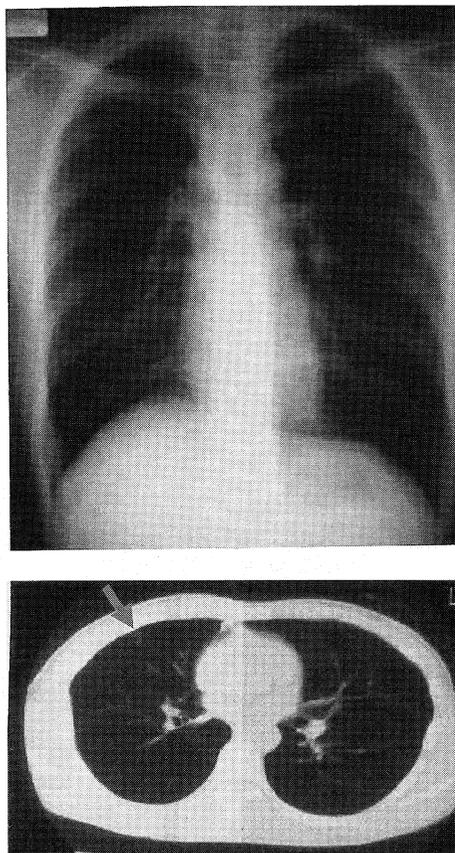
Same case. Post-operative X-P and CT, at the time of sputum-positive, shows fibrosis (→) in right middle lobe, wherein the disease reservoir may lie.
